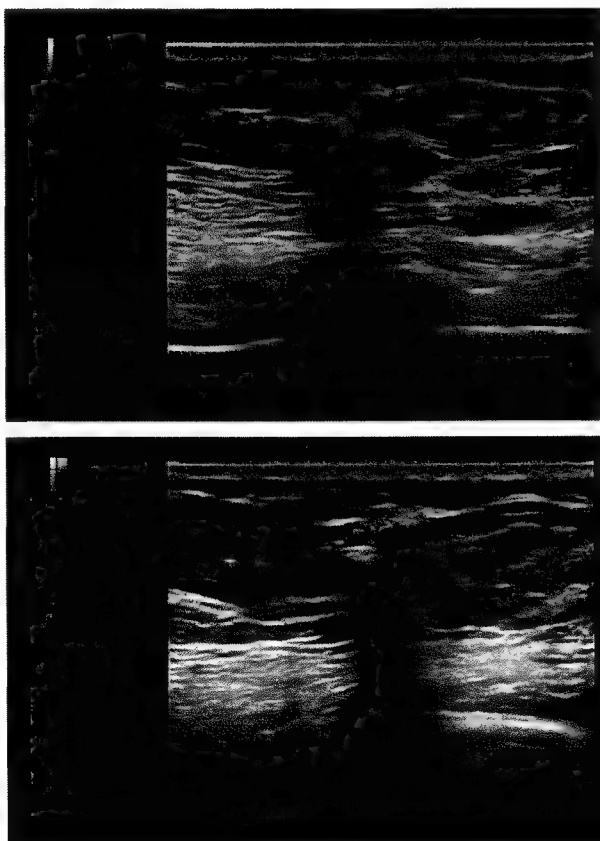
Examinare ecografică în scară gri (a) și Doppler (b) într-un carcinom ductal invaziv supero-extern stâng, de 4 mm. Reperaj preoperator cu harpon ecografic ghidat (d, c), cu măsurarea distanței între tegument și leziune (e).
